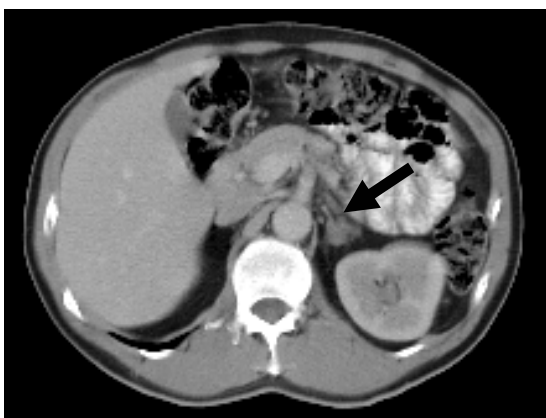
Tomografia computadorizada de adrenais com nódulo único, com 2,2 x 1,4 cm na adrenal esquerda (seta).
